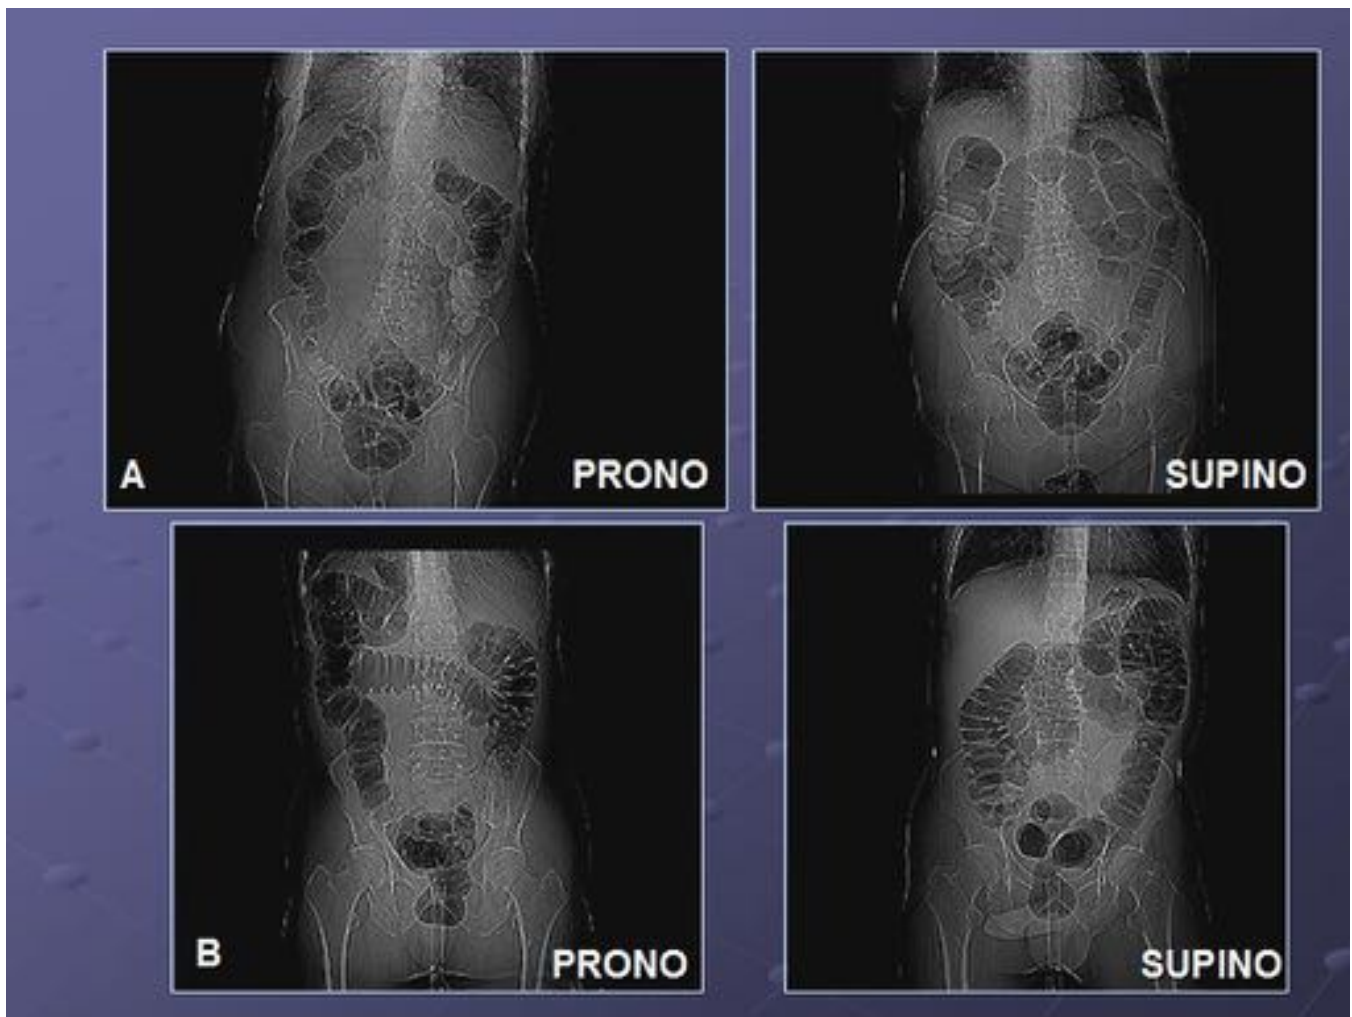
Topogramas de dos estudios de colono-TC en decúbito prono y supino, con adecuada distensión de todo el colon.
